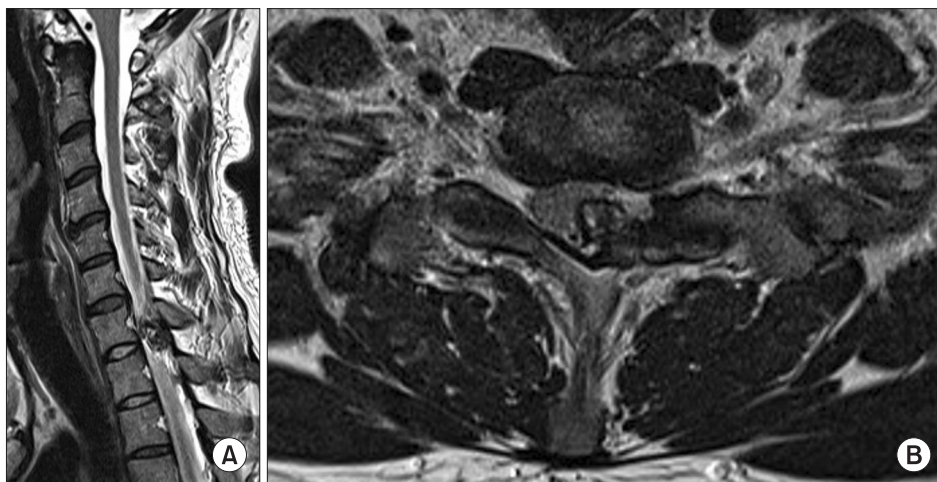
Magnetic resonance imaging showing osteochondroma arising from the T1 left superior articular process causing cord compression (A) and equivocal cord signal changes (B).
